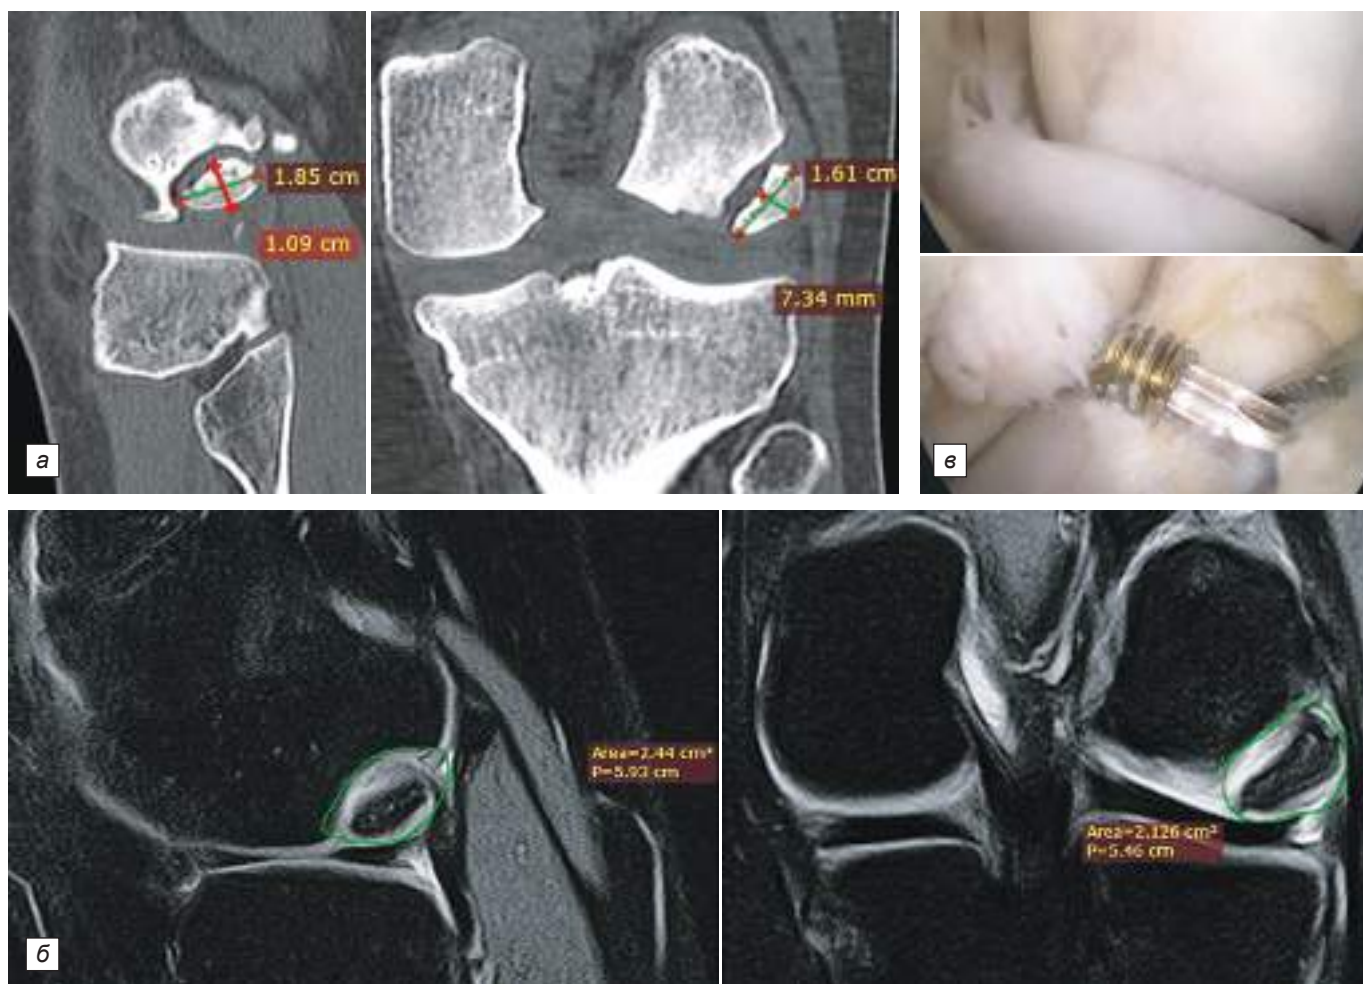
Пациентка № 3, 17 лет: *а* – КТ левого коленного сустава в сагиттальной и фронтальной проекциях: отмечается широкая линия просветления между отсепарированным костным фрагментом и материнской костью (размеры фрагмента $1,85 \times 1,61 \times 0,73$ см); *б* – МРТ левого коленного сустава в сагиттальной и фронтальной проекциях в PDFS-режиме: отмечается зона очага до $2,44 \times 2,126$ см² без зоны отёка костного вещества над очагом, однако с наличием гиперинтенсивной линии между очагом и материнской костью, по интенсивности сигнал схож с синовиальной жидкостью; по периферии очага – повреждение субхондральной костной пластинки; хрящ на уровне фрагмента с умеренной неоднородностью сигнала; *в* – артроскопия левого коленного сустава: выявлен остеохондральный фрагмент, отделённый от материнского ложа, соединённый с материнским ложем только в задних отделах тонкой полоской суставного хряща (вверху); остеохондральный фрагмент в процессе фиксации винтом типа Герберт (внизу).
